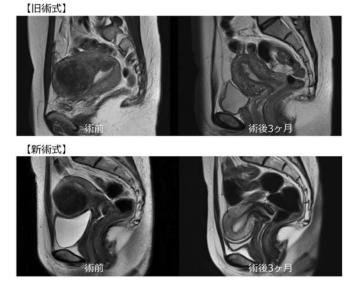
術前および術後3ヶ月のMRI (T2-強調像)
